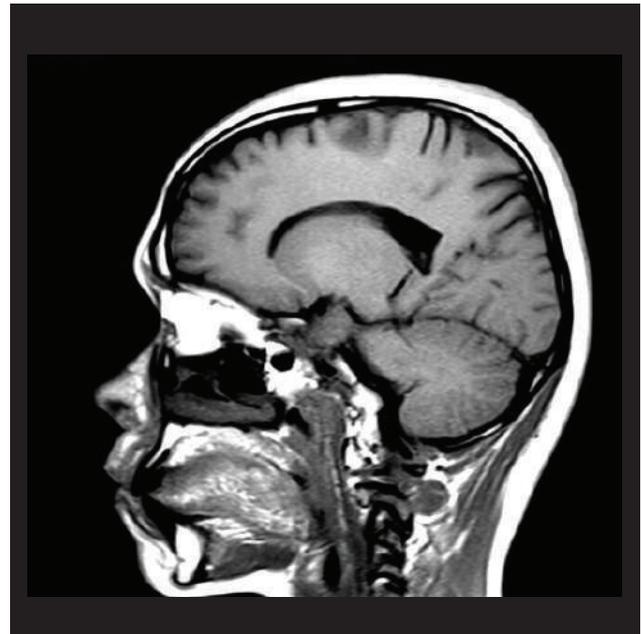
Resonancia Magnética T1 corte sagital: Lesión hipointensa en circunvolución pre-central y lóbulo parietal.
